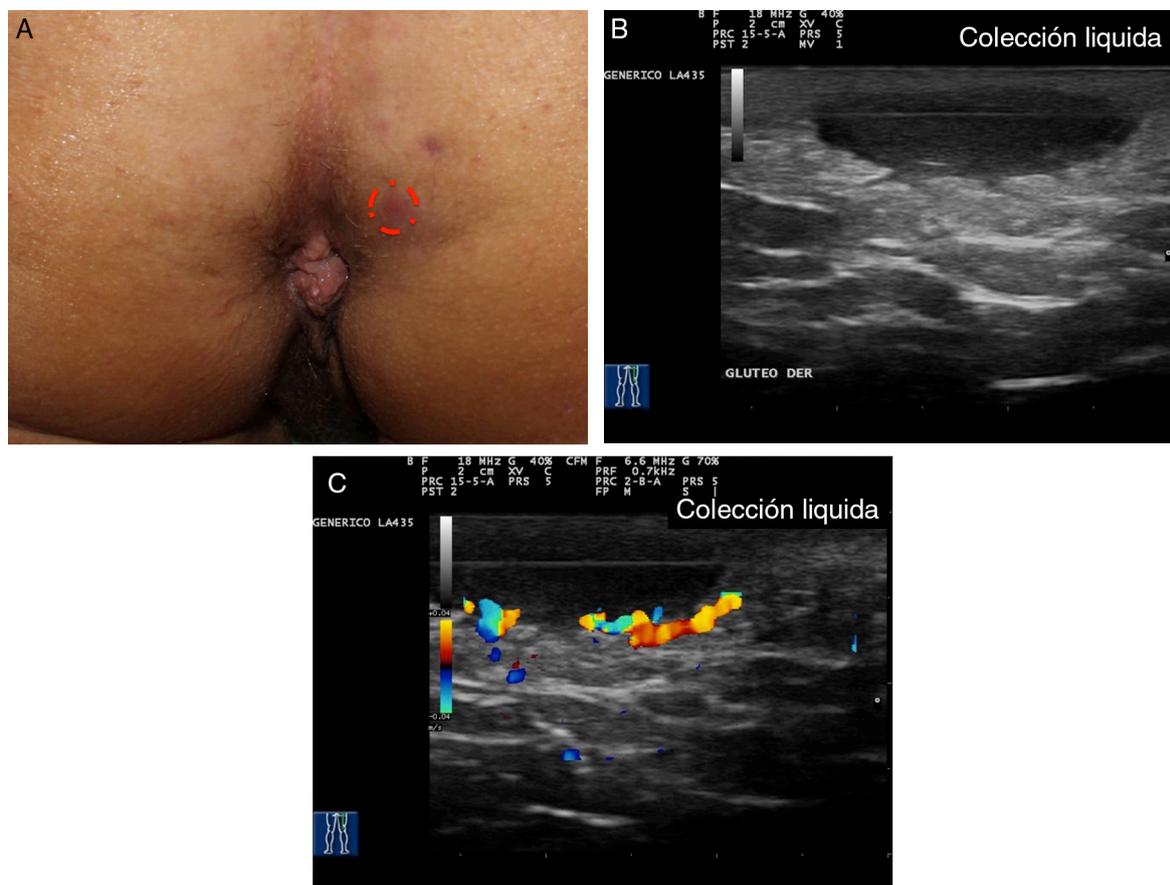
Hidradenitis supurativa. A. Imagen clínica de lesión nodular aparentemente anodina. B. Imagen ecográfica, que muestra la existencia de una colección fluida subyacente de importantes dimensiones. C. La función doppler muestra la elevada actividad inflamatoria de la lesión.
